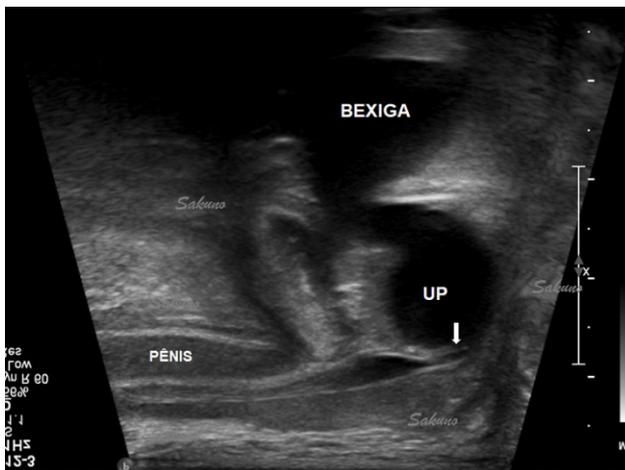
Ultrassonografia transperineal em paciente com válvula de uretra posterior (seta). Uretra posterior (UP) dilatada.
